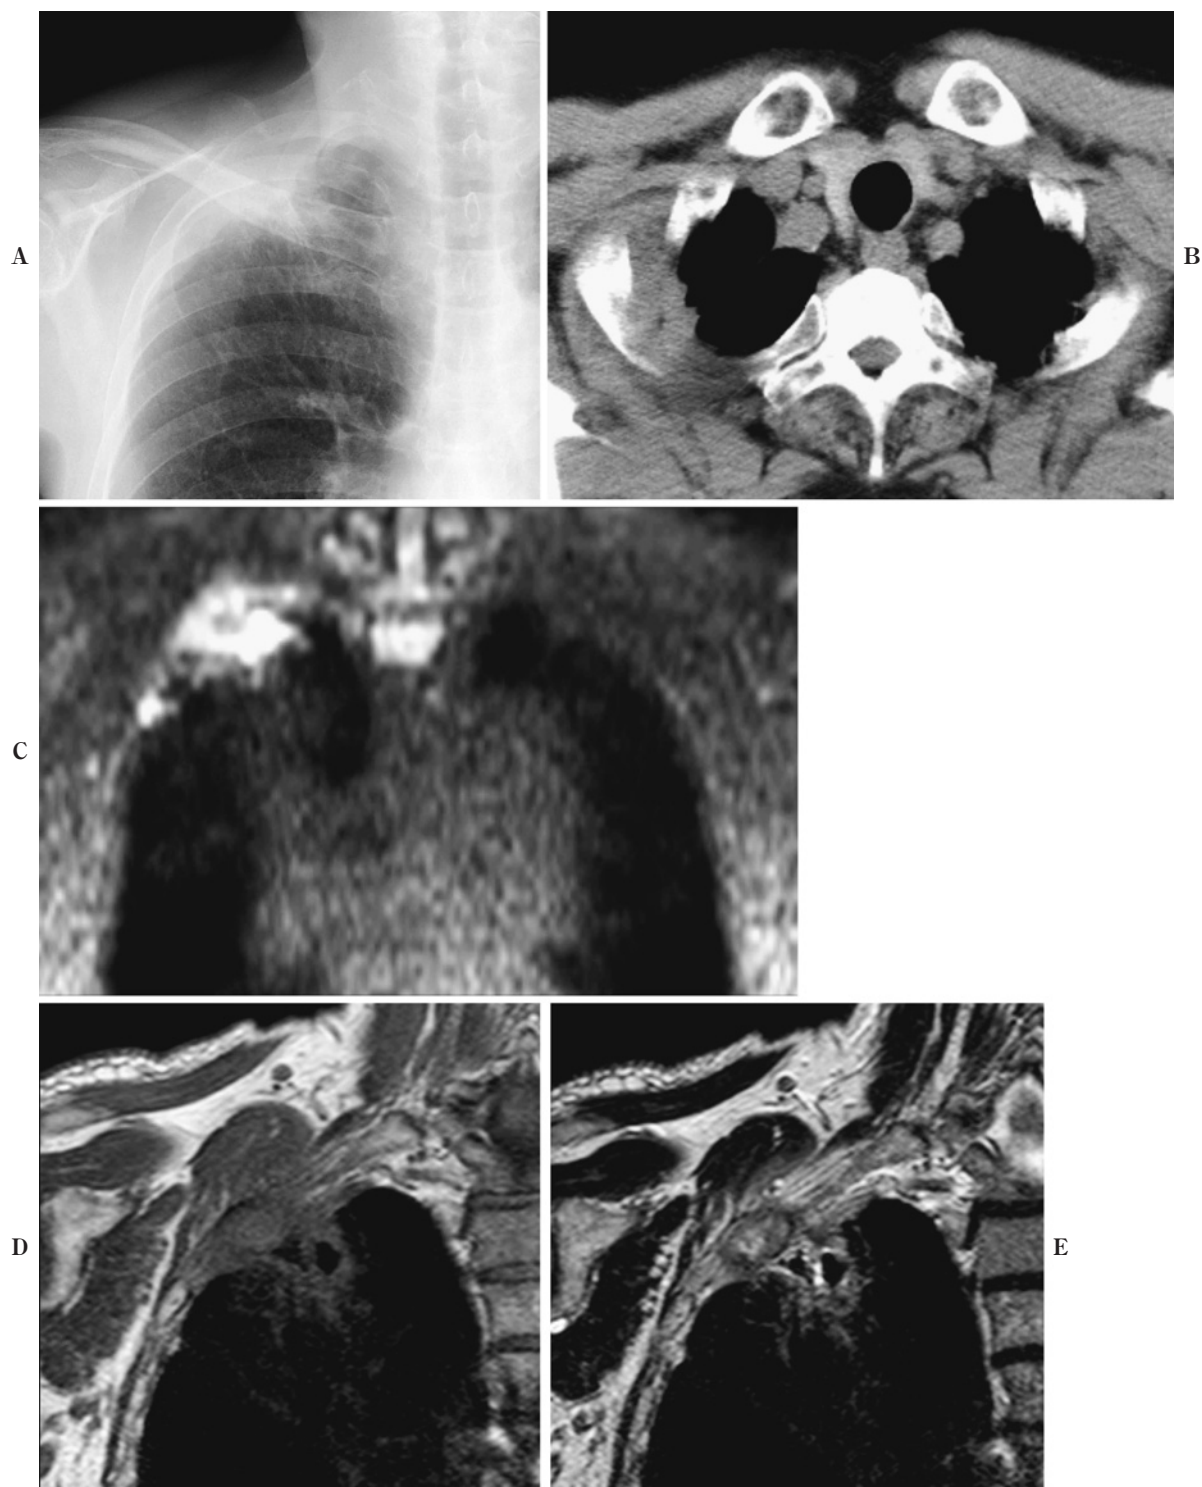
Pancoast tumor in a 77-year-old man. Magnified view of frontal chest radiograph (A) and CT (B) shows abnormal opacity at right apex. Diffusion weighted image (C) shows a hyperintense lesion at the right apex. Coronal T1-weighted image (D) shows an irregular apical lesion invading chest wall. Coronal T2-weighted image (E) also reveals an invasive tumor, however, its margin is not as clearly demonstrated as that on (D).
